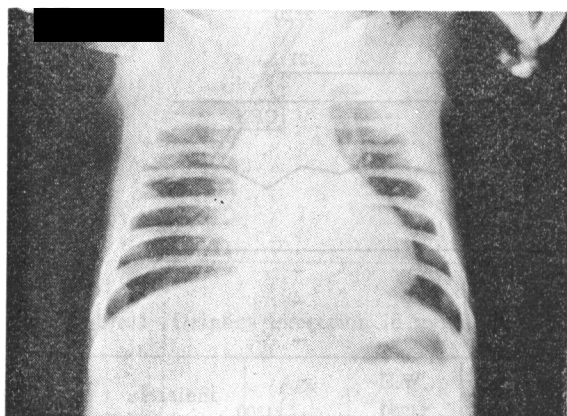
X-ray findings of case 1
